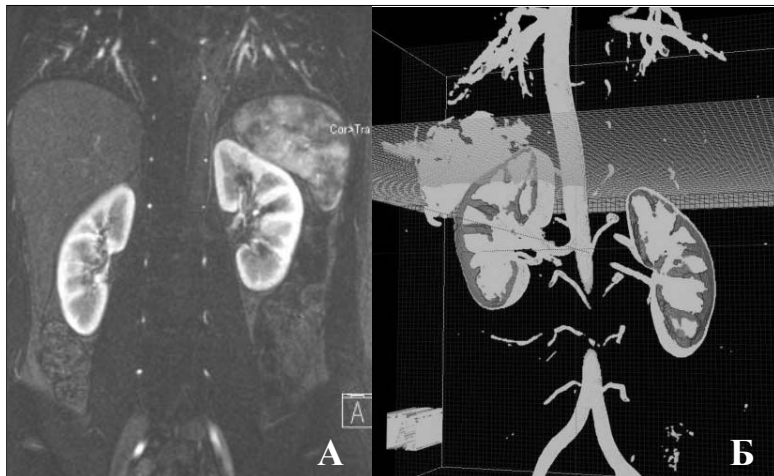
Воксельная анатомическая модель почки человека и крупных сосудов по данным компьютерной томографии: А – КТ срез области живота во фронтальной плоскости (контрастное усиление коркового вещества гадолинием); Б – интерфейс программы Virtual Anatomist с визуализацией воксельной анатомической модели поверхности почек, почечных пирамид и некоторых крупных сосудов.
